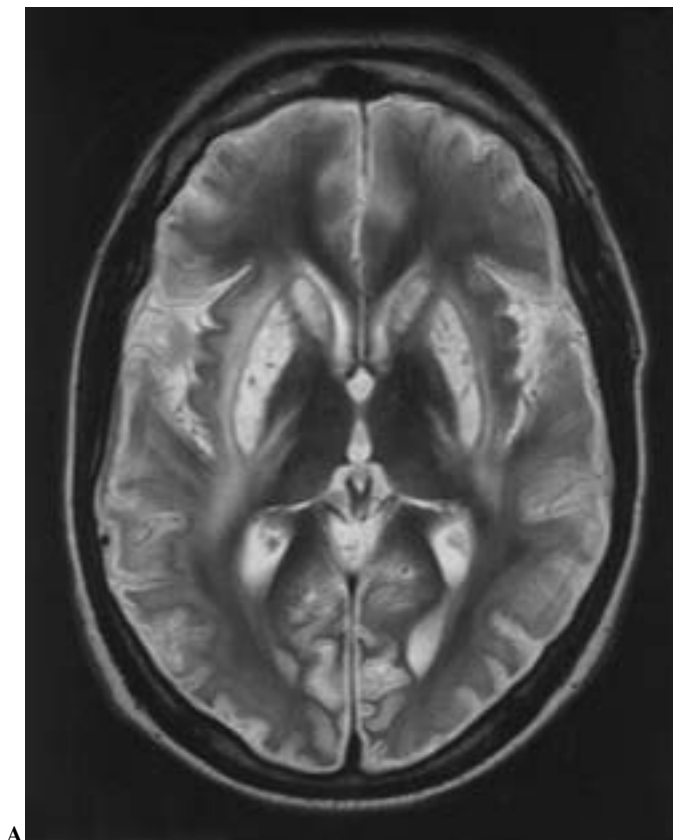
RM en secuencias TSE-T2 (A) y SE-T1 (B): hiperintensidad de señal en T2 e hipointensidad con focos de hiperseñal en T1 en núcleos caudados, lenticulares y corteza insular.
